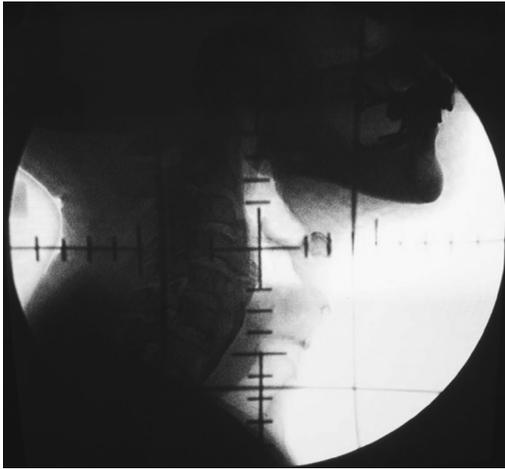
X線シミュレーターのX線透視画像透視で確認しながら、照射したい場所に照射野を設定する。
